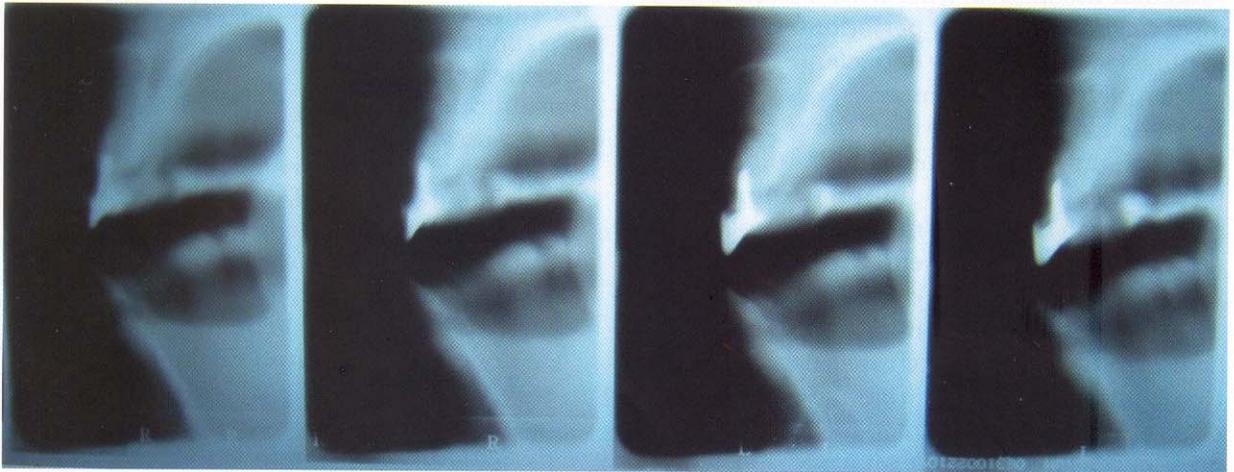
Tomografía lineal
